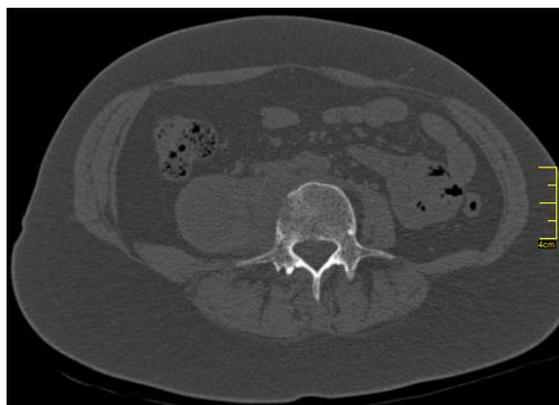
МСКТ брюшной полости пациентки И., 38 лет, в аксиальной проекции
